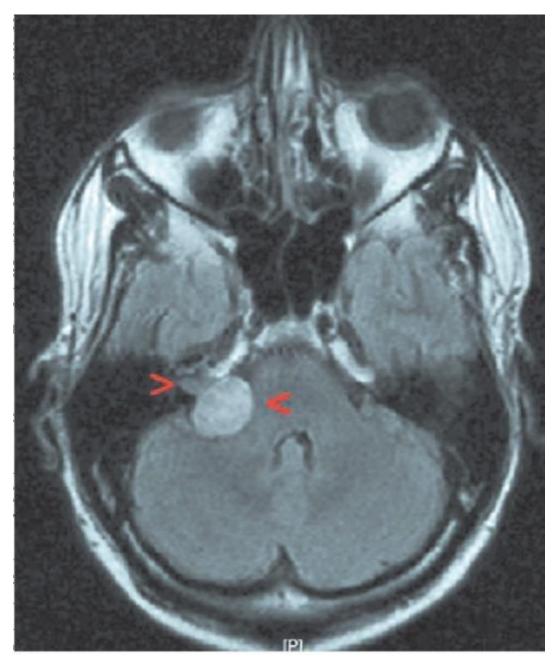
Магнитно-резонансная томограмма головного мозга при невриноме VIII нерва (опухоль указана стрелками)
